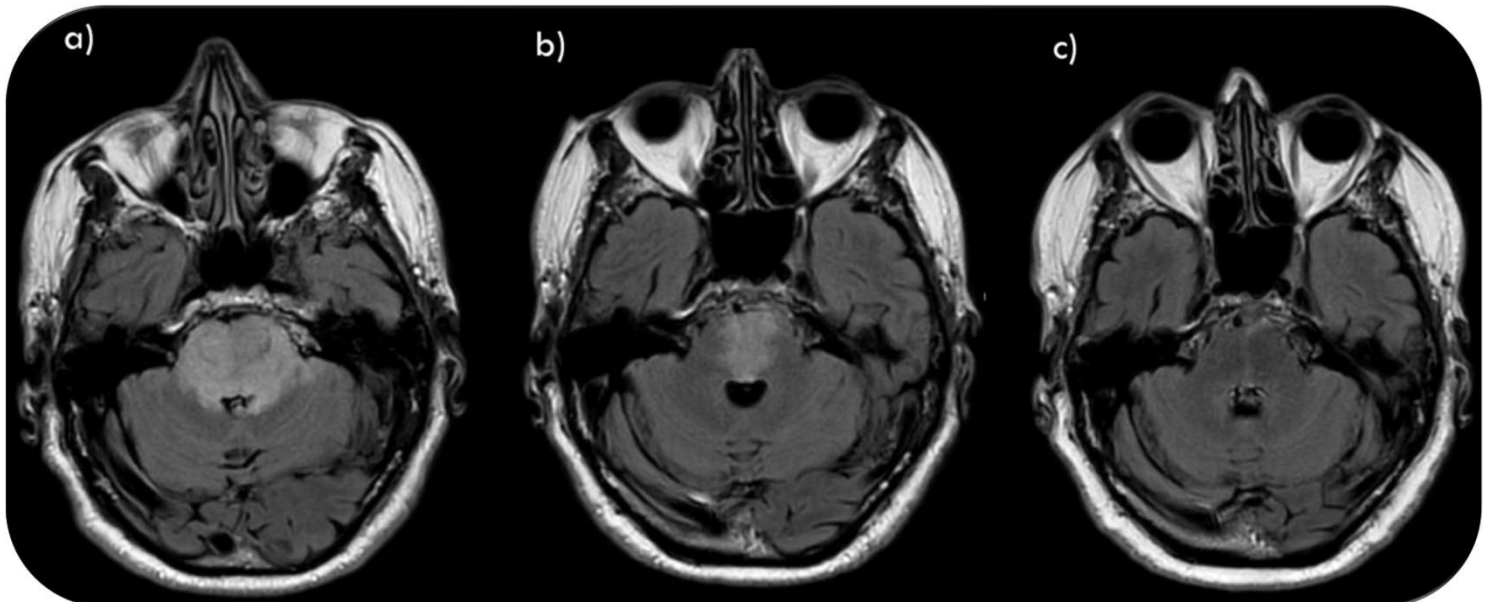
Evolución de la secuencia FLAIR en un paciente con síndrome de CLIPPERS en su estudio inicial, a las dos semanas desde el inicio de la corticoterapia y a los dos meses desde el inicio de la corticoterapia (Imágenes a, b y c respectivamente). La clínica de presentación fue de inestabilidad de 1 mes de evolución. Tras dos meses de tratamiento, el paciente estaba asintomático.
